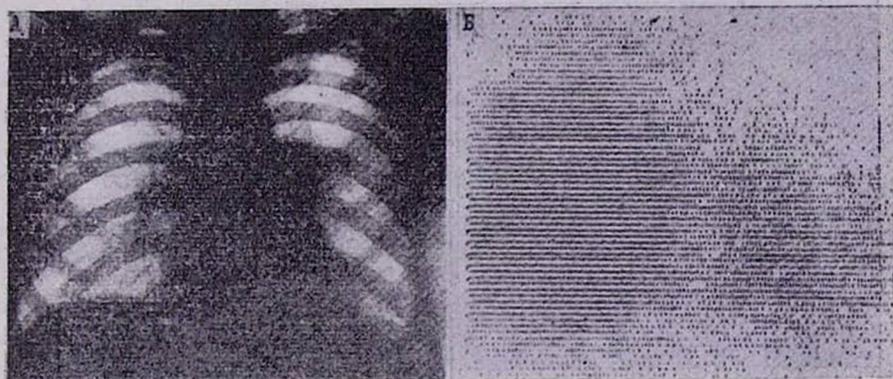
А. Рентгенограмма больного Г. Б. Передняя скеннограмма больного Г.
